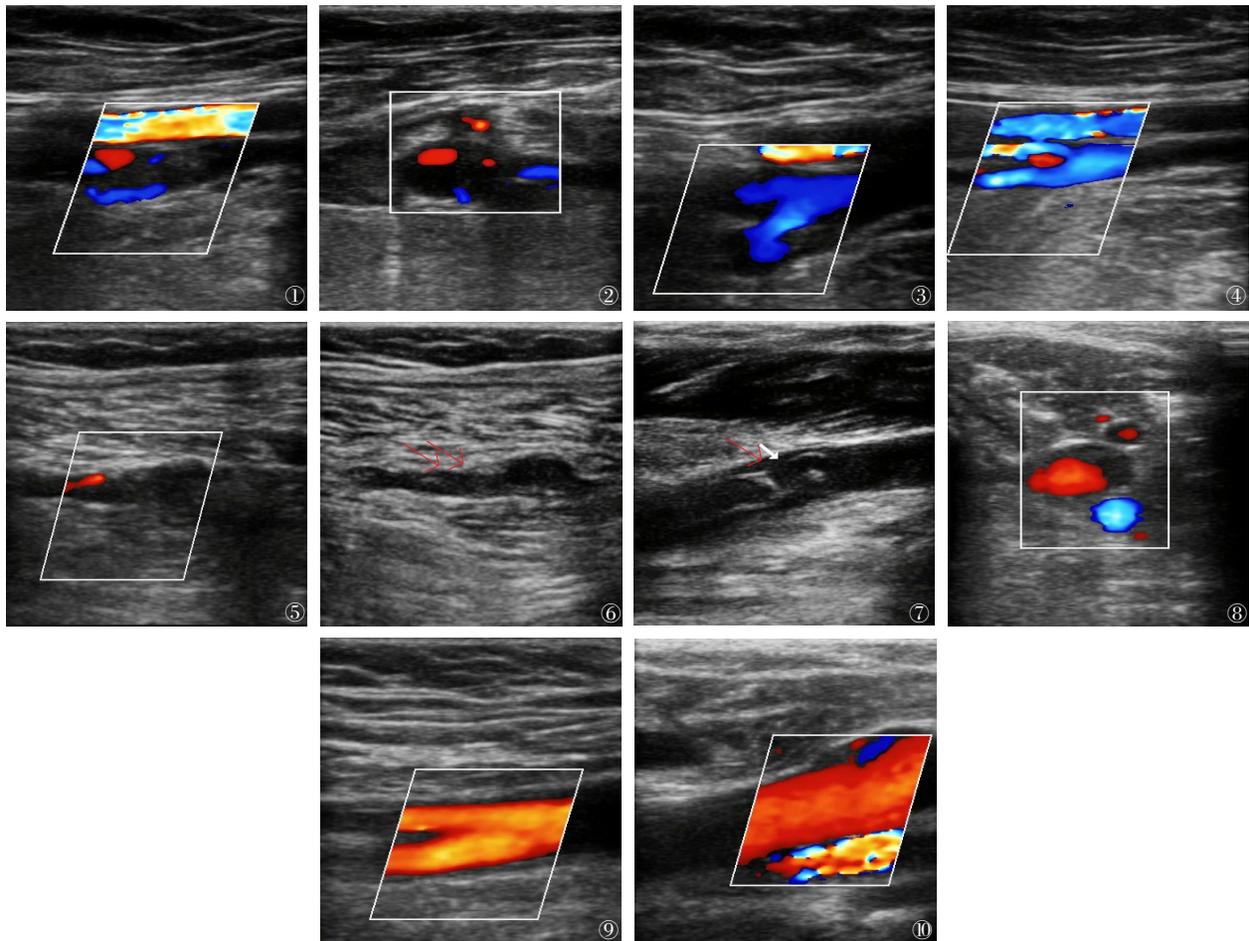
~4 女性,78岁,左髋部外伤致活动障碍入院,诊断为左股骨颈骨折。图1~2 入院后彩超示股深股浅静脉交汇处静脉血管内不均匀絮状回声,彩色多普勒超声示股深、浅静脉仅少量血流;图3 接受治疗后复查不均匀絮状回声消失,彩色多普勒超声示原血栓处血流信号完全恢复;图4 术后6w复查,彩色多普勒超声示原血栓处血流信号完全恢复,未见血栓复发。图5~10 女性,72岁,右髋部外伤后5d后入院。图5 入院后查彩超示右侧肌间静脉血栓形成,彩色多普勒超声示仅见少量血流信号;图6 二维超声示肌间静脉内有不均匀絮状回声(红色箭头处);图7 术后3d复查彩超发现腓静脉血栓形成,二维超声示右侧腓静脉内见絮状回声(红色箭头处);图8 横切腓静脉血管提示仅部分血管有血流信号;图9 术后3个月复查右侧股静脉和腓静脉完全通畅,彩色多普勒超声示右侧腓静脉彩色血流信号正常,提示血流完全通畅;图10 右侧股静脉处血流信号正常,提示血流完全通畅
